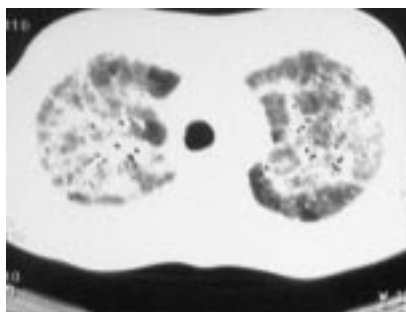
КТ грудной клетки.
